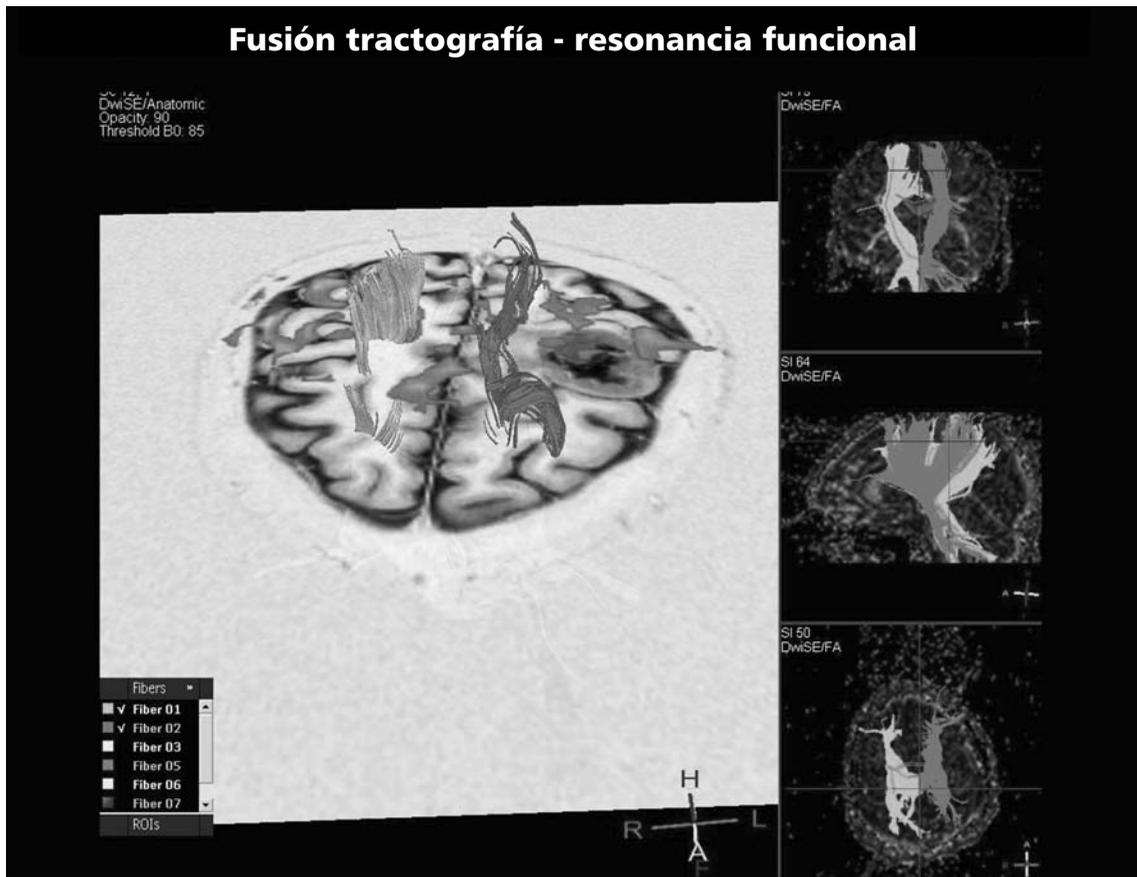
Continuación. Fusión tractografía - resonancia magnética funcional. En una vista superior se observa el sector proximal del haz corticospinal izquierdo el cual no se encuentra comprometido.
